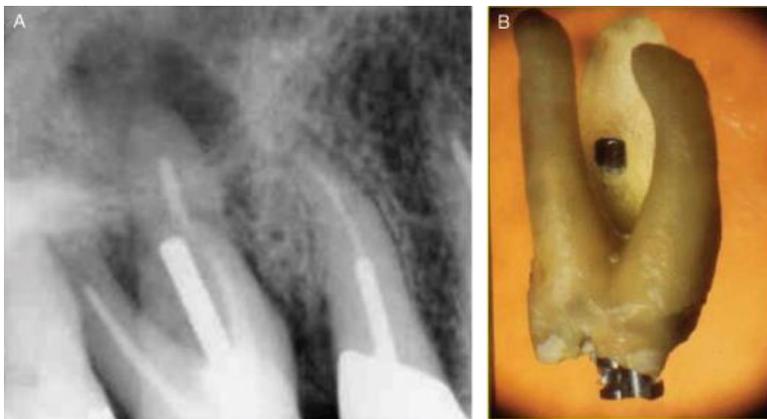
Perforation iatrogène pendant la réalisation du logement de tenon sur une 16. En (A) la radiographie avec tenon en place. En (B), observation directe du tenon perforant après extraction de la dent.^[94]
